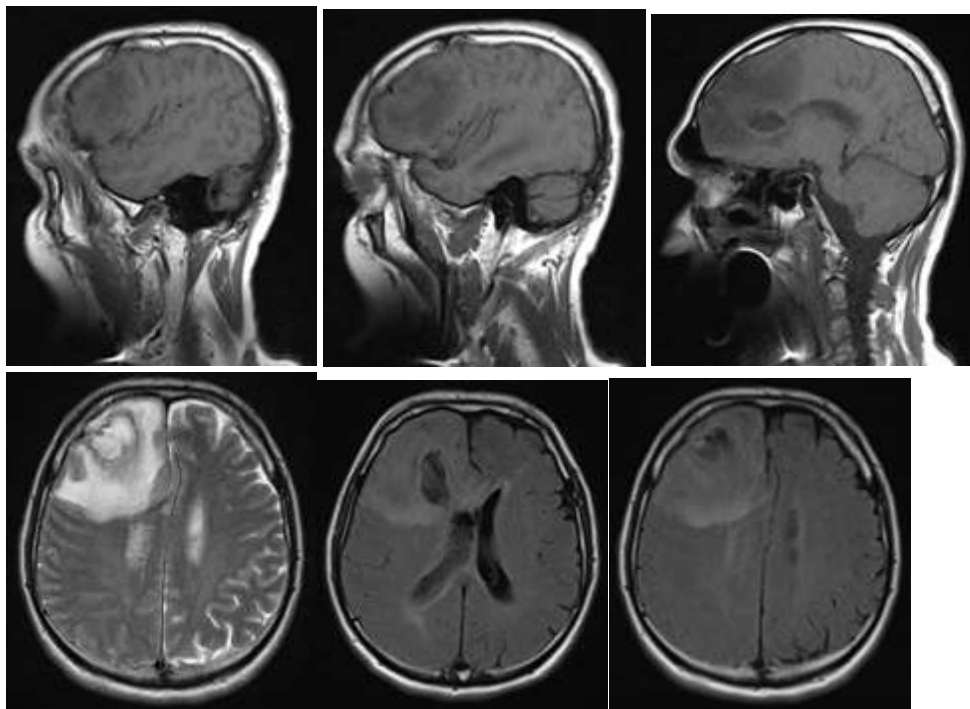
В правой теменной доле было обнаружено образование неправильной формы, занимающее пространство, со слегка длинными тенями сигналов T1 и немного длинными тенями сигналов T2, в которых наблюдались плоские длинные сигналы T1 и T2, окруженные большими пятнами отека (А–С). Сигналы DWI, по-видимому, были усилены, и стенка краевого кольца, по-видимому, имела относительно равномерную толщину, что проявлялось в виде слегка коротких сигналов T1 и T2 (D). После усиления на стенке кольца наблюдалось явное усиление сигнала (Е–Н).
